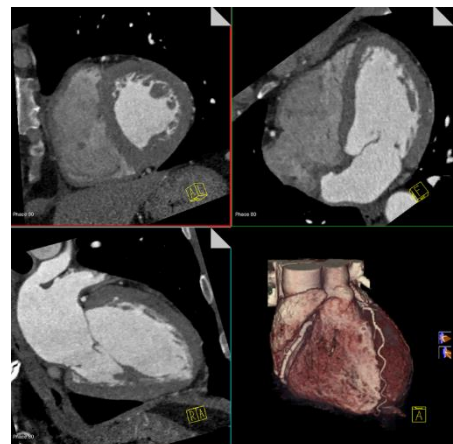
CT cardiaque (tirée de Clinical Correlations, 2008)
